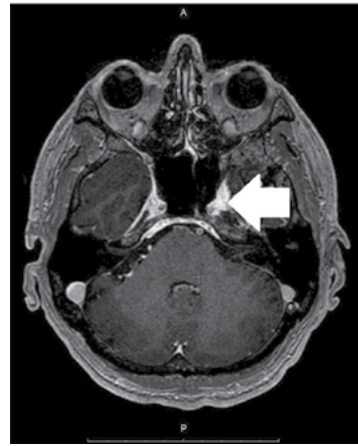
МРТ головного мозга (аксиальная проекция), режим +C FSPGR 3D (с контрастным усилением)
